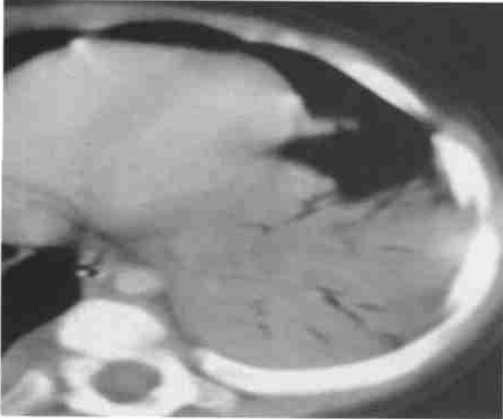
左下肺大叶性肺炎，CT检查空气支气管征显示清晰
